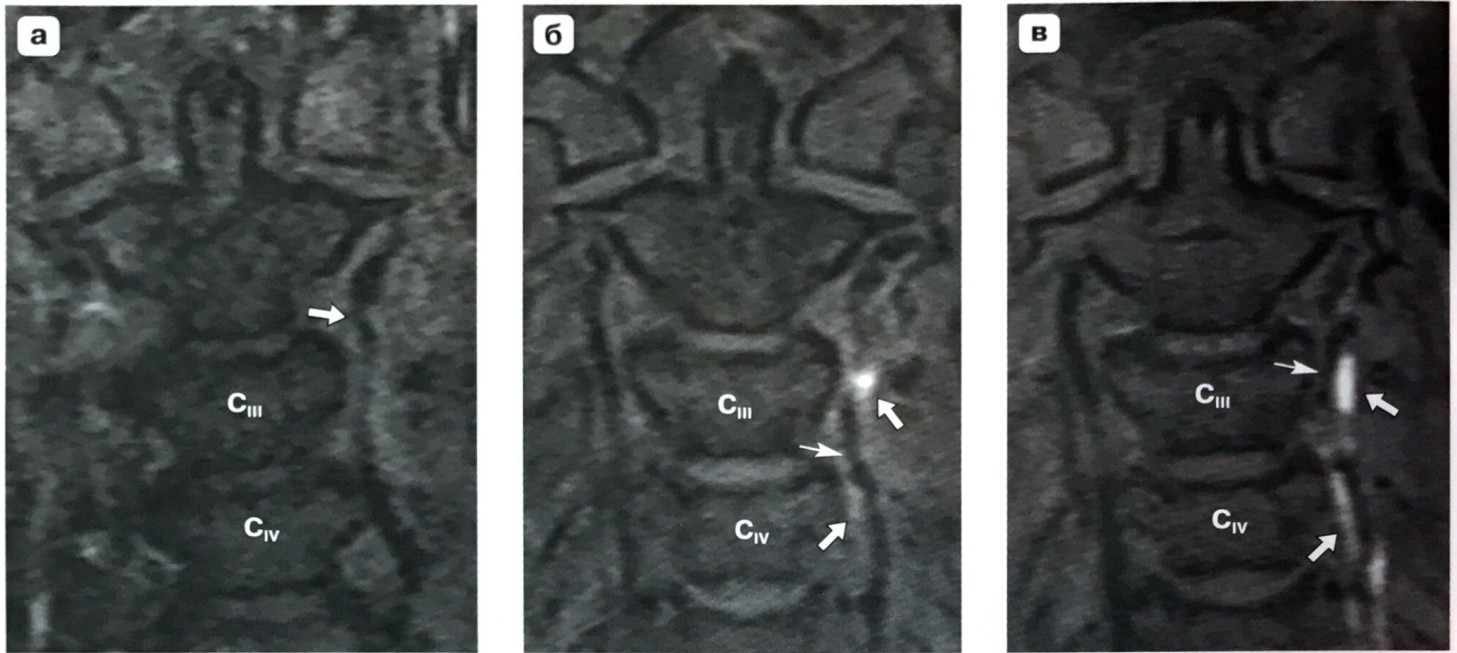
МР-томограммы в режиме T1 f/s, коронарная проекция. а – патологических изменений интенсивности МР-сигнала от стенки левой ПА не выявляется, просвет неравномерно сужен (стрелка) – несколько часов от момента возникновения клинической симптоматики диссекции; б – слабо повышена интенсивность сигнала от стенки левой ПА на уровне позвонков C_{III}–C_{IV} (стрелки), просвет неравномерно сужен (тонкая стрелка) – 48 ч от момента возникновения клинической симптоматики; в – неоднородный гиперинтенсивный сигнал от стенки левой ПА на уровне позвонков C_{III}–C_V (стрелки), просвет неравномерно сужен (тонкая стрелка) – 7 сут от момента возникновения клинической симптоматики.
